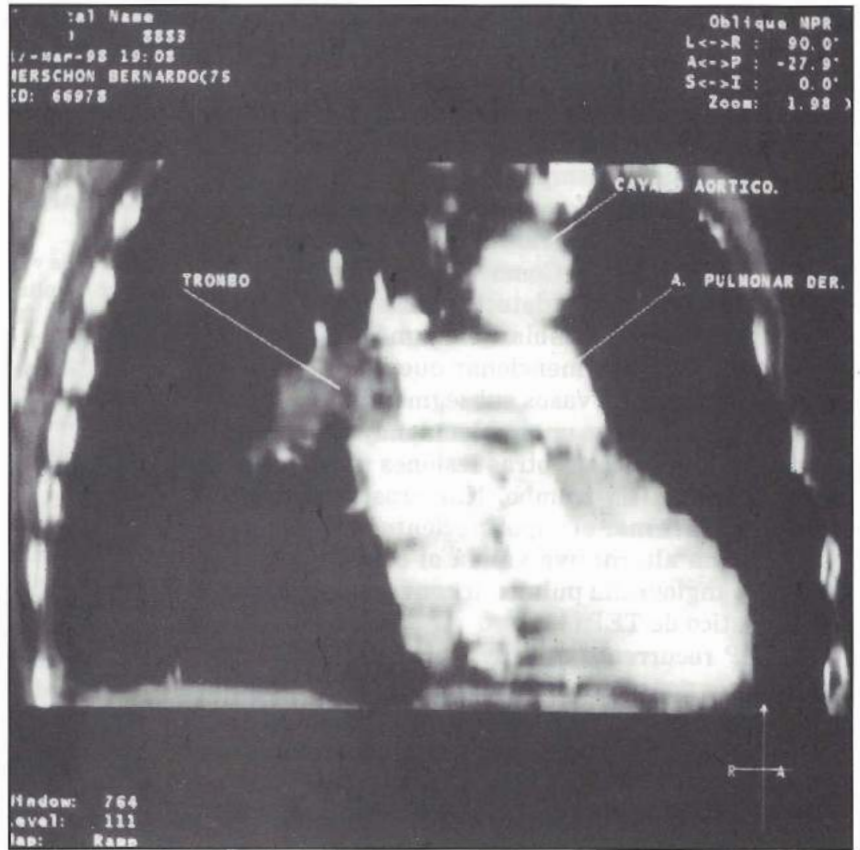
TC espiralada (angioTC):
